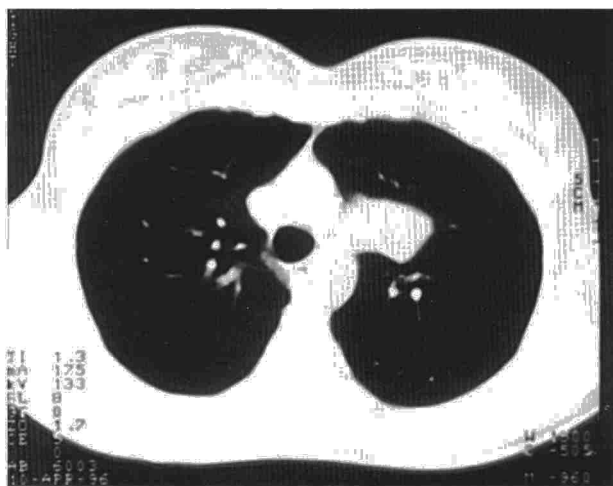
TC torácica del secuestro extralobar, protruyendo en la parte superior del hemitórax izquierdo.
